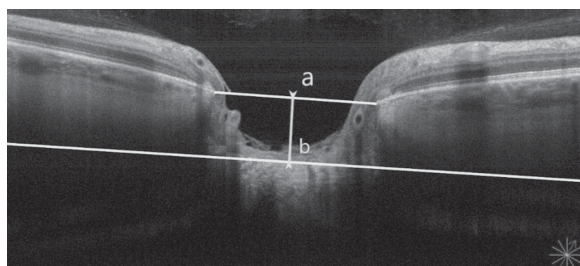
Измерение глубины решётчатой пластинки (a-b) с помощью оптического когерентного томографа Nidek RS-3000 Advance в режиме увеличенной глубины изображения (EDI)
